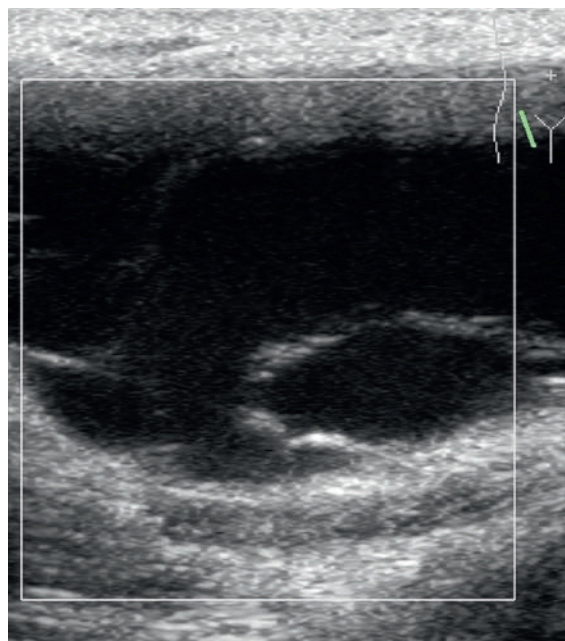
Sonographie Leiste mit Verdacht auf inkarzerierte Darmschlinge.
